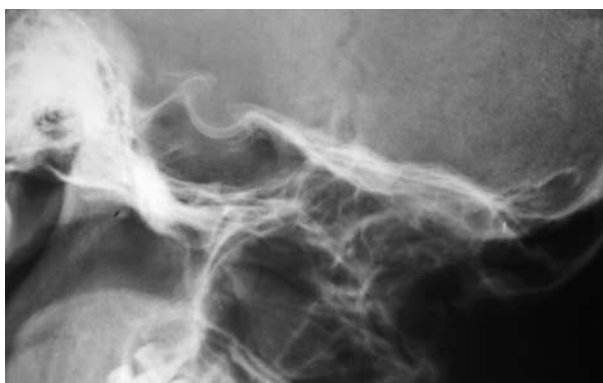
Хвора С., 37 років. Рентгенографія турецького сідла при мікроаденомі гіпофіза. Відзначене формування “другого контуру” дна турецького сідла, що свідчило про латералізацію пухлини та (опосередковано) локальну інвазію.
